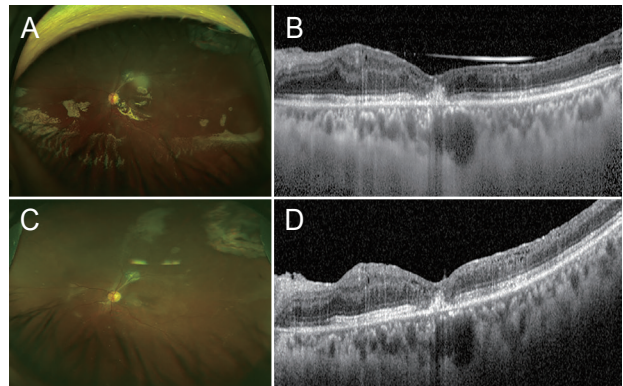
Eight months after HVSO injection. (A) Fundus examination revealed a well-closed macular hole, and (B) OCT demonstrated complete closure of the macular hole. After oil removal, (C) fundus examination revealed a well-attached retina and well-closed macular hole. (D) OCT demonstrated complete closure of macular hole after the oil removal. HVSO = high viscosity silicone oil; OCT = optical coherence tomography.
